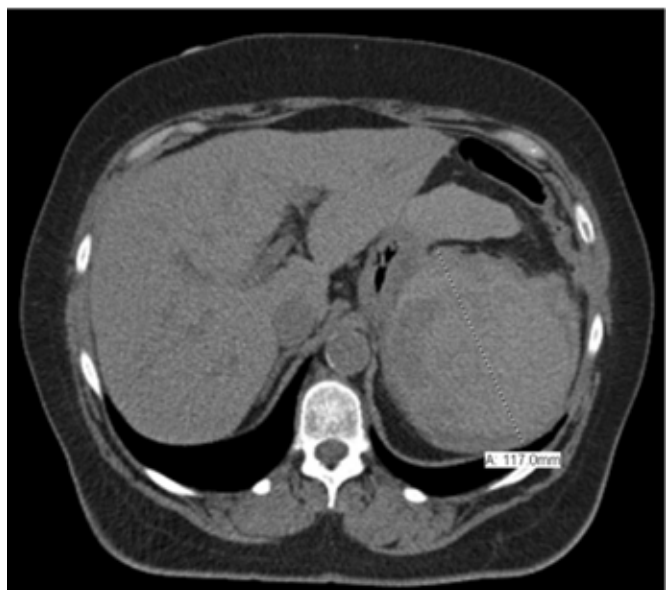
Tomografia computadorizada de mulher de 60 anos após colonoscopia após com ruptura esplênica realizada sem contraste<sup>4</sup>.
